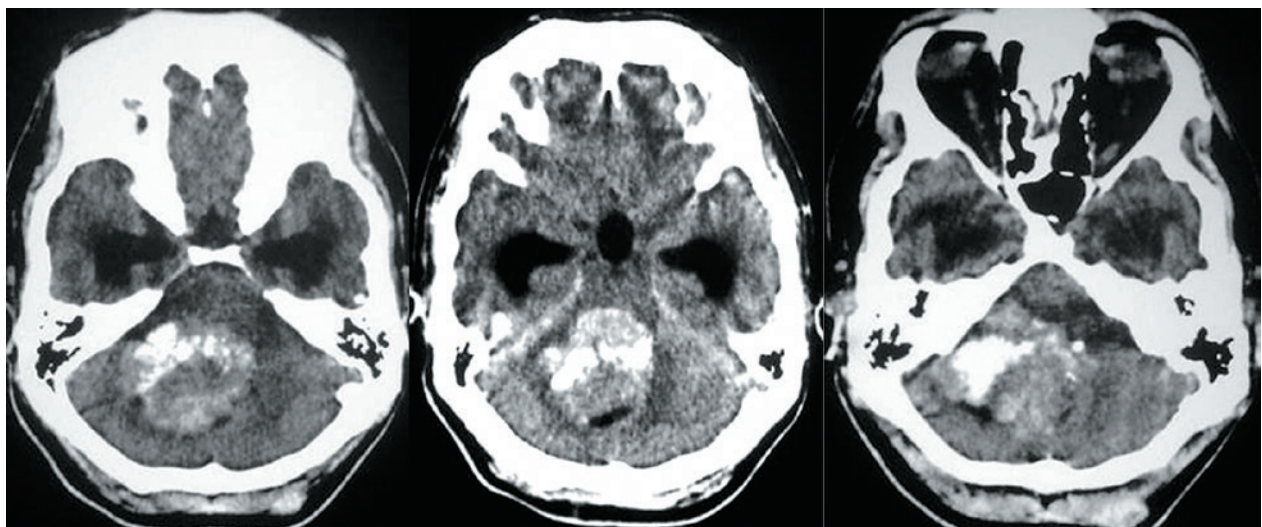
СКТ головного мозга. Выявляется опухоль правого полушария и червя мозжечка с очагами обызвествления
